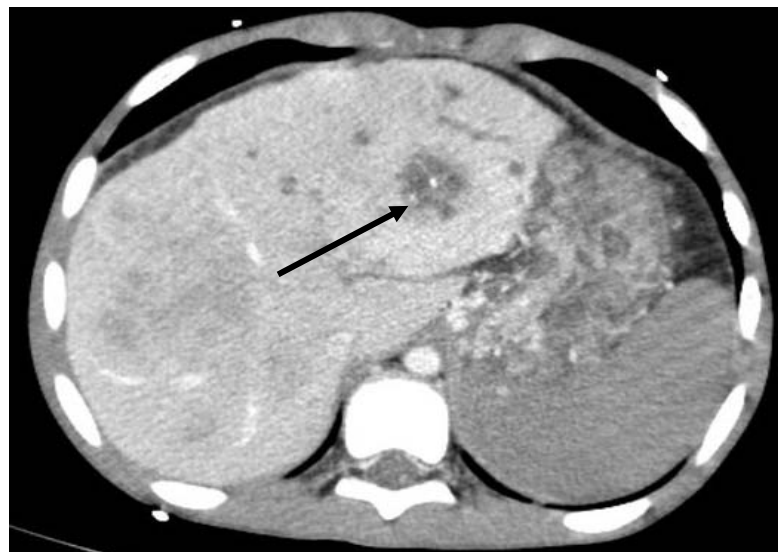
Le même patient, TDM avec injection de produit de contraste, mise en évidence de cicatrice et calcification centrale (flèche), très en faveur d'un CFL.
